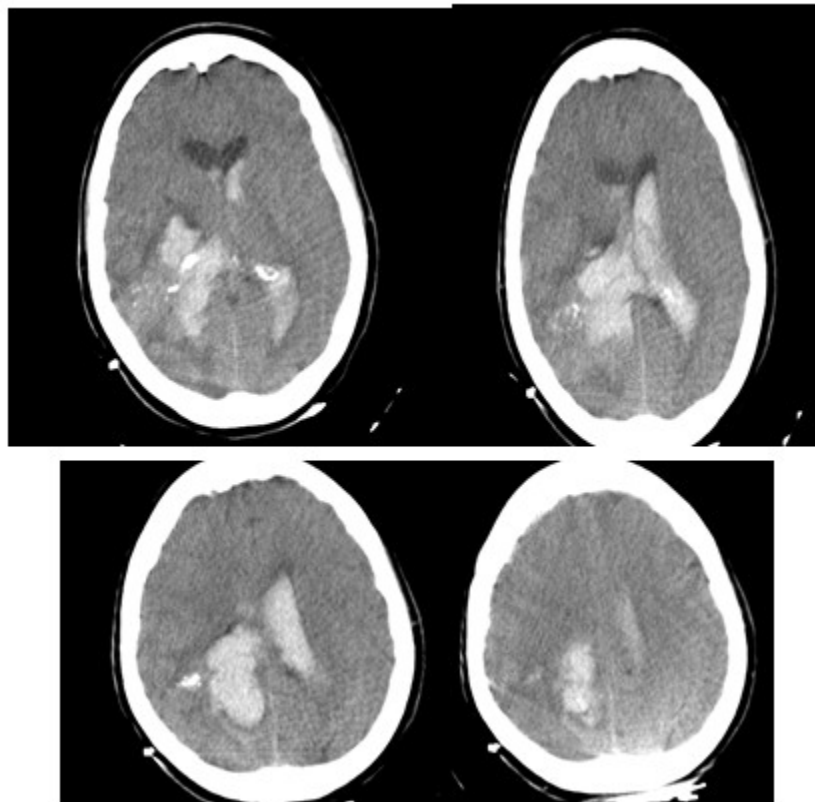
TAC de cráneo mostró hematoma intraparenquimatoso parietooccipital derecho
